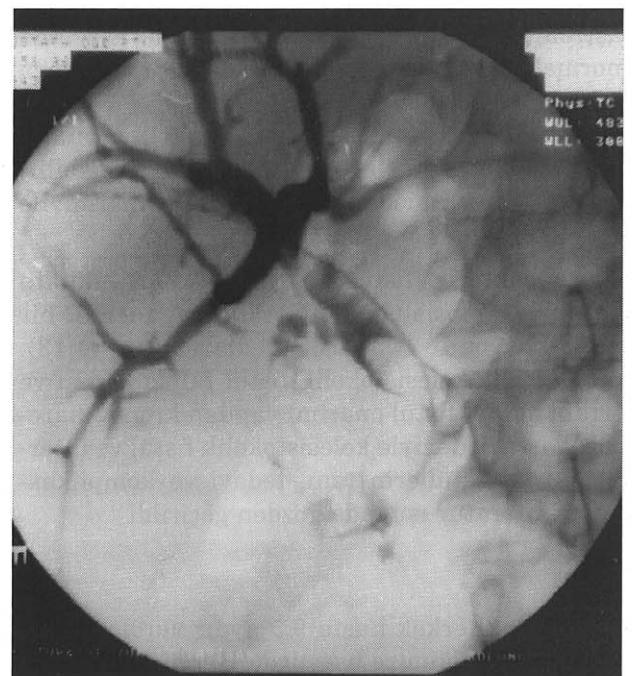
Kolon grafisinde transvers kolon proksimali ile safra yolları arasında fistül görülmüyor
